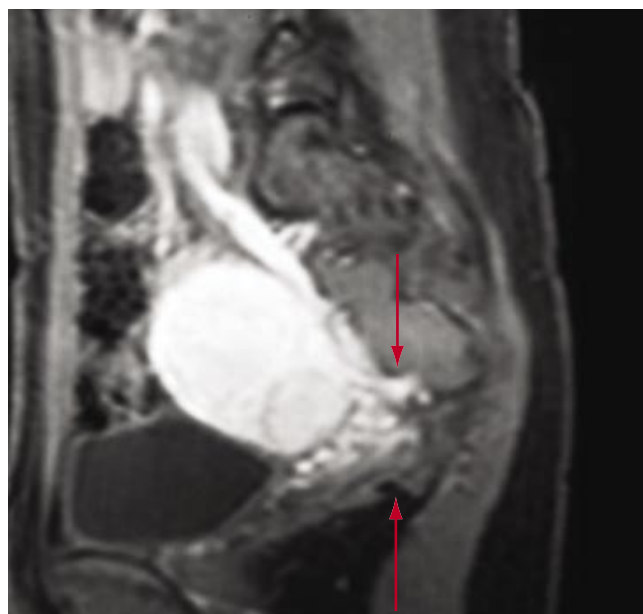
МРТ малого таза в сагиттальной проекции до выполнения ультразвуковой абляции (стрелками указан миоматозный узел)
